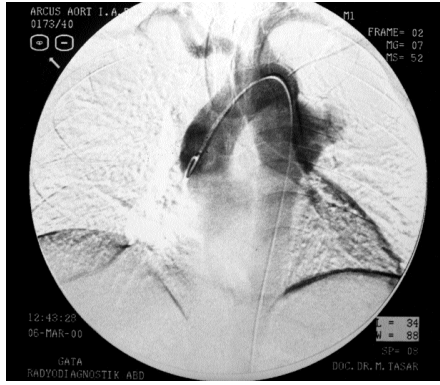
İlk hastanın aortografisinde desandan aortadaki görünüm
